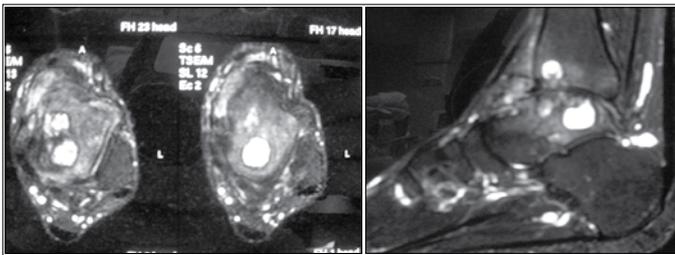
Ressonância magnética (RM) cortes axial e sagital T2.
